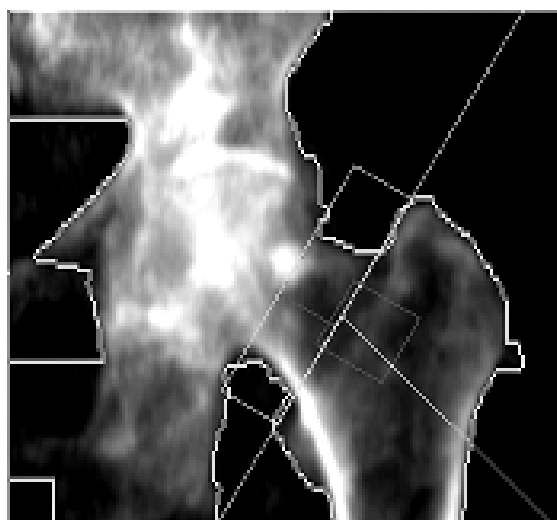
Двухэнергетическая рентгеновская абсорбциометрия до операции контралатерального сустава пациента 70 лет с диагнозом: перелом шейки бедренной кости справа. Данные денситометрии левой бедренной кости – выраженные признаки остеопороза (Т-критерий – 4,6 стандартных отклонений)
